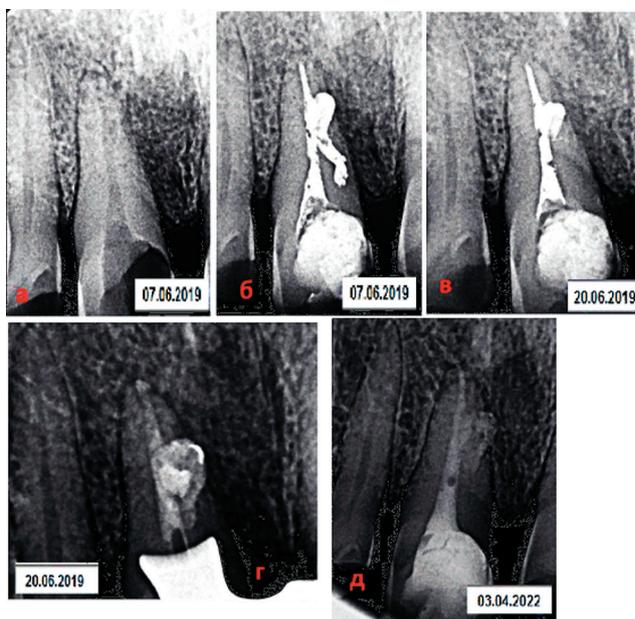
Рентгенограммы 11 зуба: диагностическая рентгенограмма в I посещение (а); пломбирование корневого канала кальцийсодержащим материалом (b); контрольная рентгенограмма во II посещение (c); контрольная рентгенограмма после пломбирования корневого канала на постоянной основе (d); контрольная рентгенограмма через 2г.10 мес. (e).
